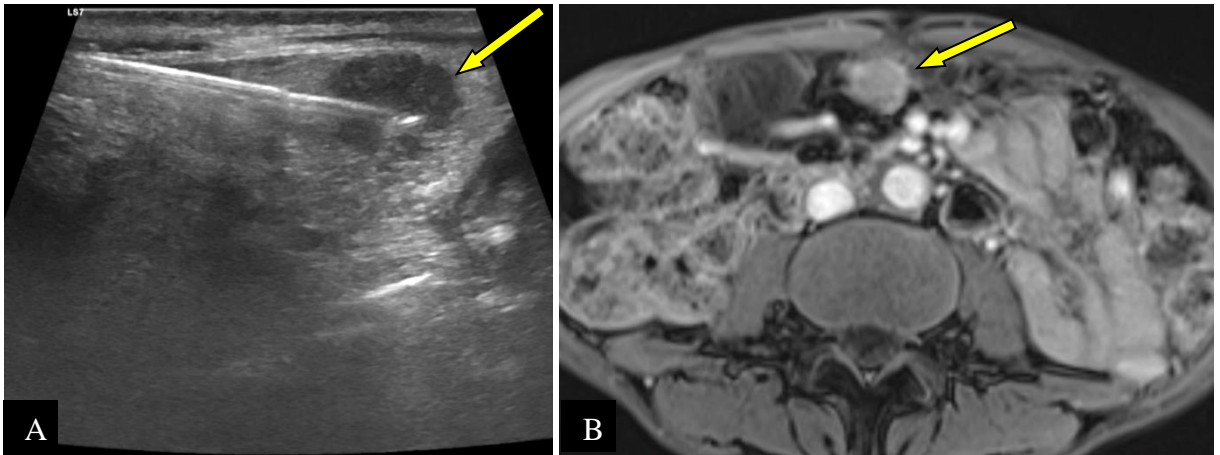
Biopsie écho-guidée (A) d'une localisation secondaire péritonéale (flèches) d'un ADCP, visualisée à l'IRM T1 injectée (B), chez un homme de 57 ans (CHUC).
